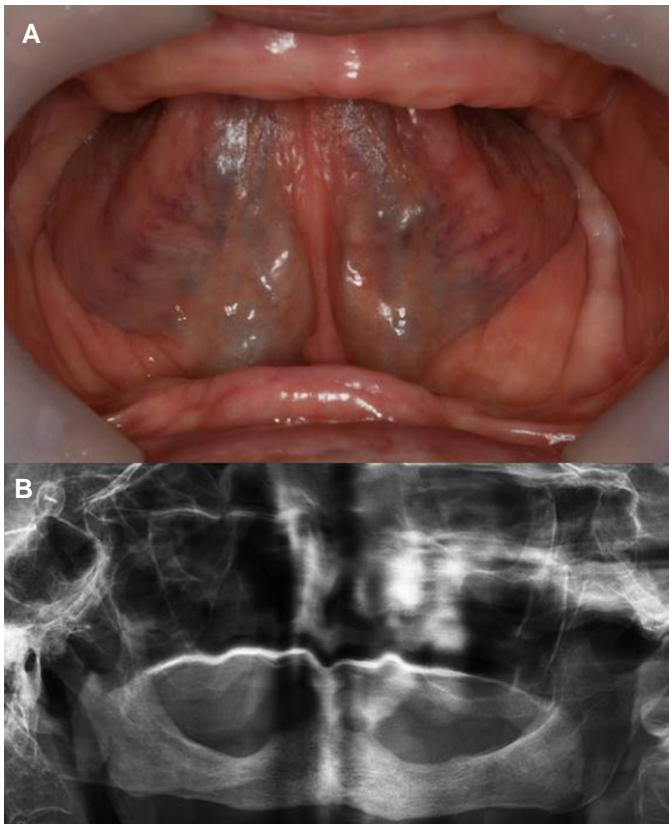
First visit views. (A) Intraoral photo, (B) Panoramic radiograph.
